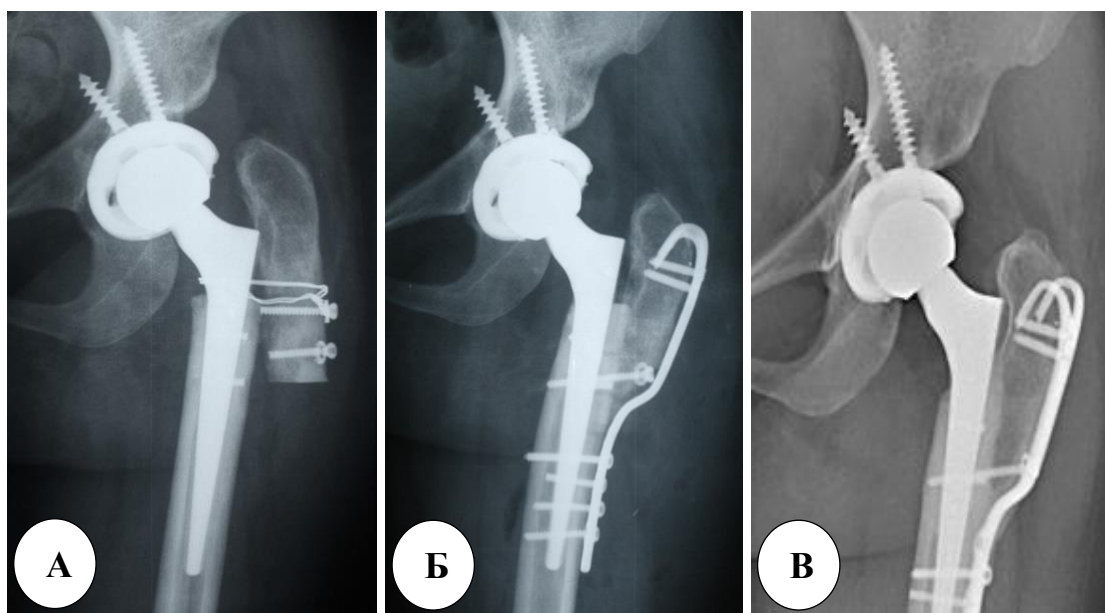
Рентгенограммы пациента с ложным суставом большого вертела после остеотомии по Т. Раавилайнен: А – до операции; Б – после операции; В – через 6 месяцев после операции
